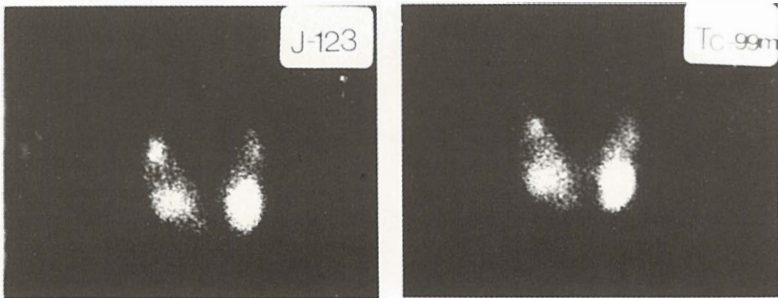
Scintigram štitnjače bolesnika s »hladnim« čvorom u lijevom režnju štitnjače. Promjene na scintigramu s ^{123}J su nešto uočljivije nego na scintigramu s $^{99\text{m}}\text{Tc}$.
